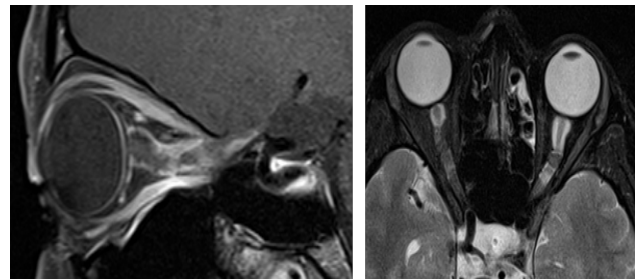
IgG4 ilişkili hastalık bulunan bir olguda optik sinir infiltrasyonu lehine değerlendirilen MRG T1A sekansında özellikle apekte belirgin kontrast tutulumu
